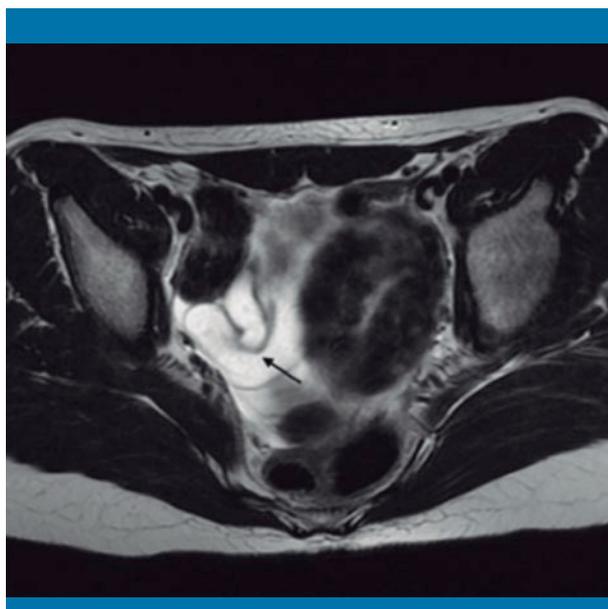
RM de pelvis potenciada en T2-FSE en plano axial. Estructura tubular serpigina con pliegues incompletos compatible con hidrosálpinx (flecha), adyacente al ovario derecho
